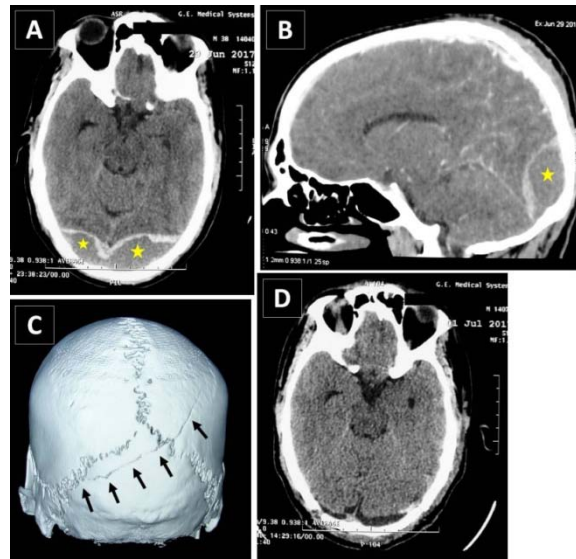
TDM cérébrale en coupes axiales (A et D), en reconstruction sagittale après injection du produit de contraste (B) et en reconstruction osseuse tridimensionnelle (C). Il existe un hématome extradural occipital médian sus-tentorial, isodense (étoiles) (A, B) en regard d'un trait de fracture pariéto-occipital (flèches) (B). Le contrôle TDM postopératoire immédiat est rassurant (D) : l'hématome a été enlevé en totalité.
